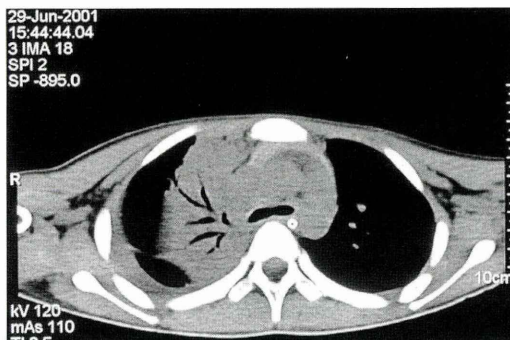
第11病日の胸部CTにてair bronchogramが認められた
